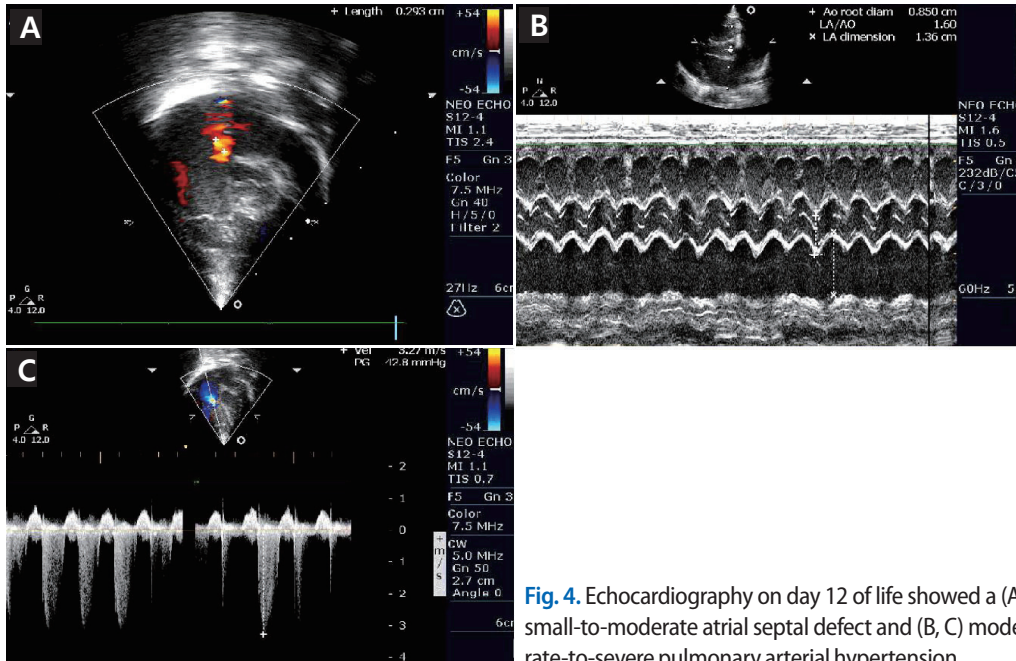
Echocardiography on day 12 of life showed a (A) small-to-moderate atrial septal defect and (B, C) moderate-to-severe pulmonary arterial hypertension.
